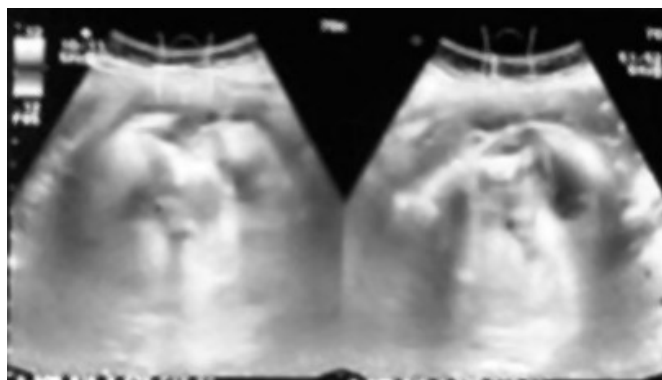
USG donde se demuestra una imagen hiperecogénica hacia la zona central y líquido libre.
